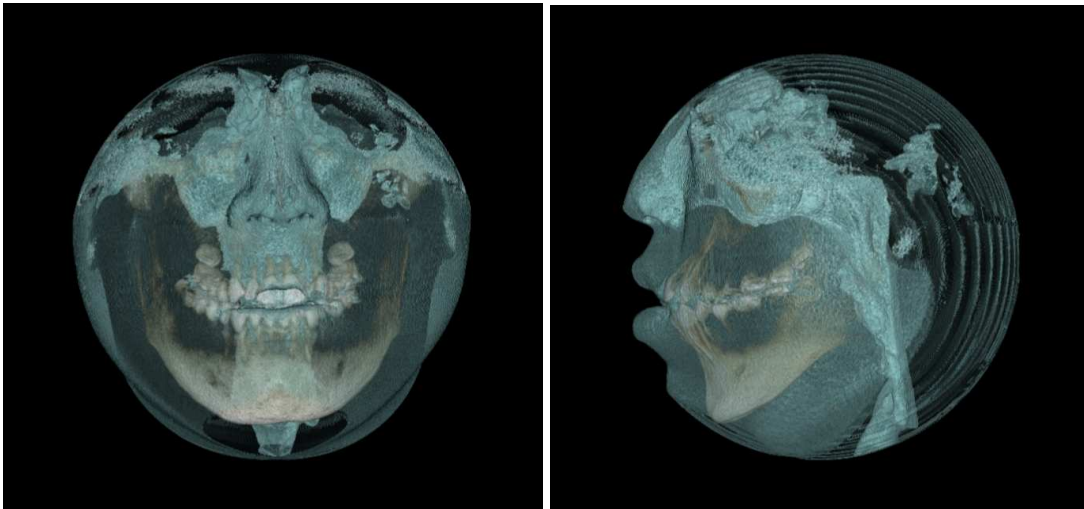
Adjusting the CBCT data for nasopharyngeal airway.
